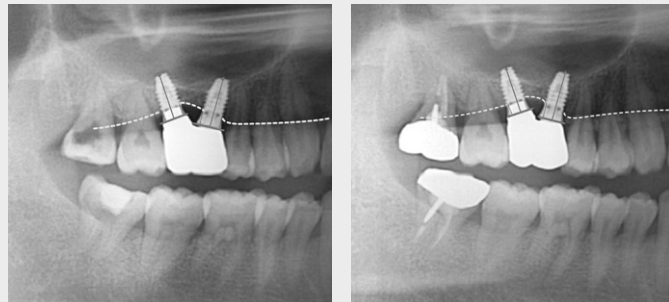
Measurement of marginal bone loss in radiographic images.
